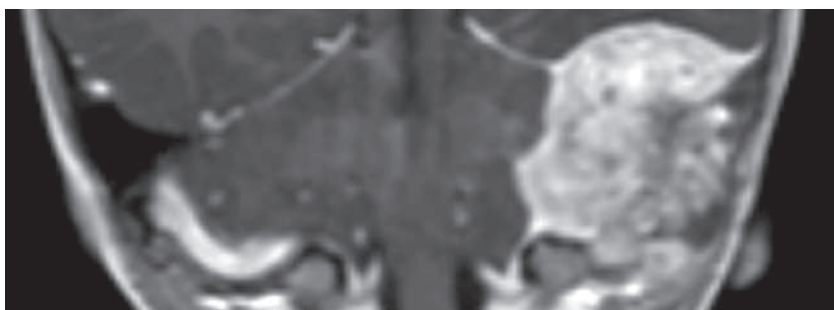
МРТ головного мозга и височных костей от 21.03.23, коронарная проекция
